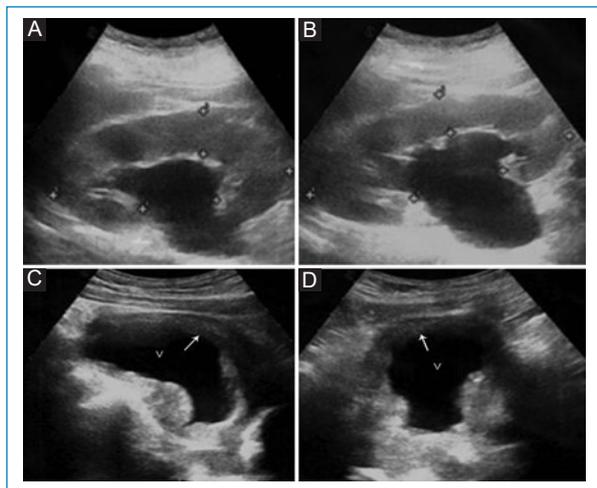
Ecografía renal y vesical. A y B: dilatación pielocalicial en ambos riñones. C y D: vejiga (V) de paredes engrosadas (flecha) en corte longitudinal y transversal, respectivamente.
